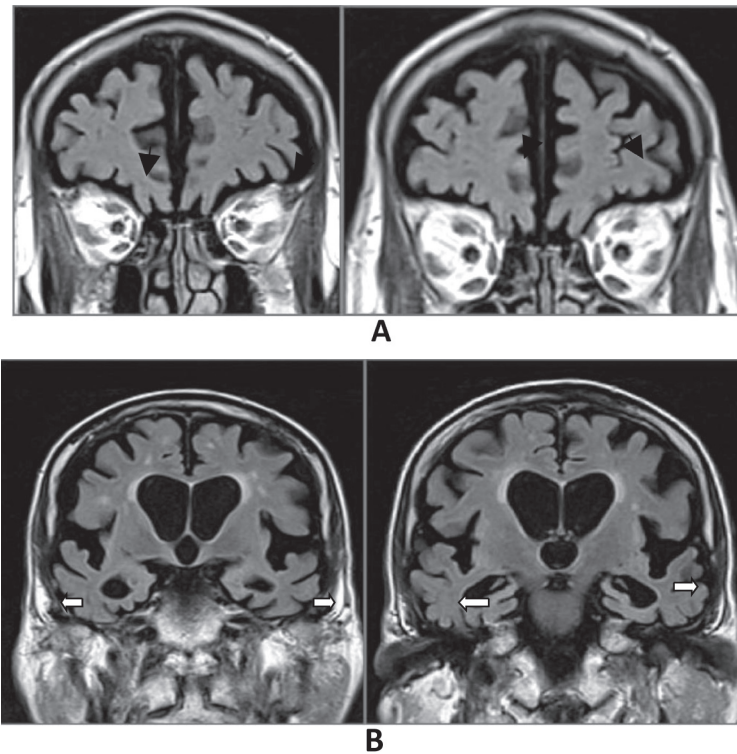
صور رنين مغناطيسي للدماغ -مقاطع إكليلية عالية الدقة بزمّن الـ FLAIR لمريض بعمر 53 سنة لديه ضعف معرفي خفيف.
